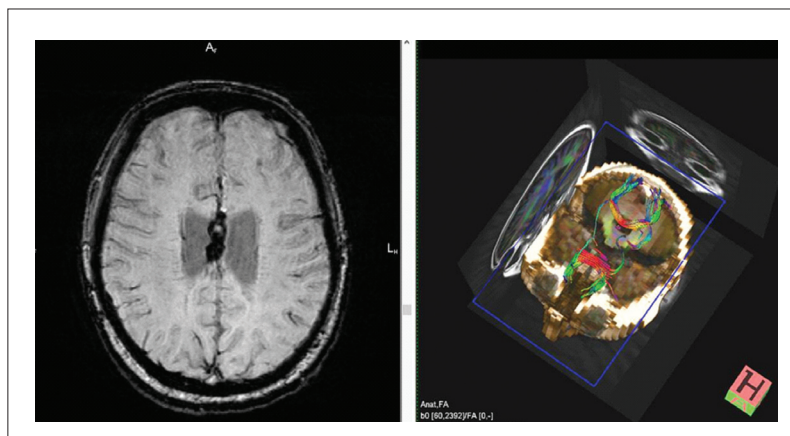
Последствия ЧМТ. Слева – ДТ МРТ. Разрыв проекционных трактов в области кистозно-глиозных изменений. Справа – режим T2-ВИ. Аинтенсивный сигнал по периферии кистозно-глиозных изменений (отложения гемосидерина).
